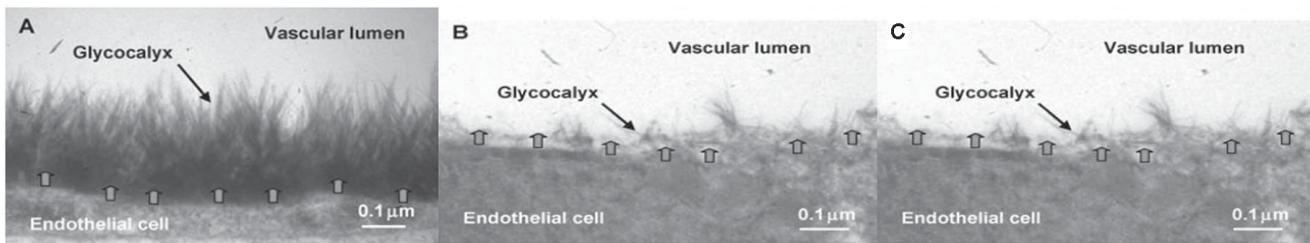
Гликокаликс эндотелия сосудов сердца морской свинки: А — при нормальной перфузии; В — после ишемии/реперфузии; С — после ишемии/реперфузии с защитой антитромбином.
